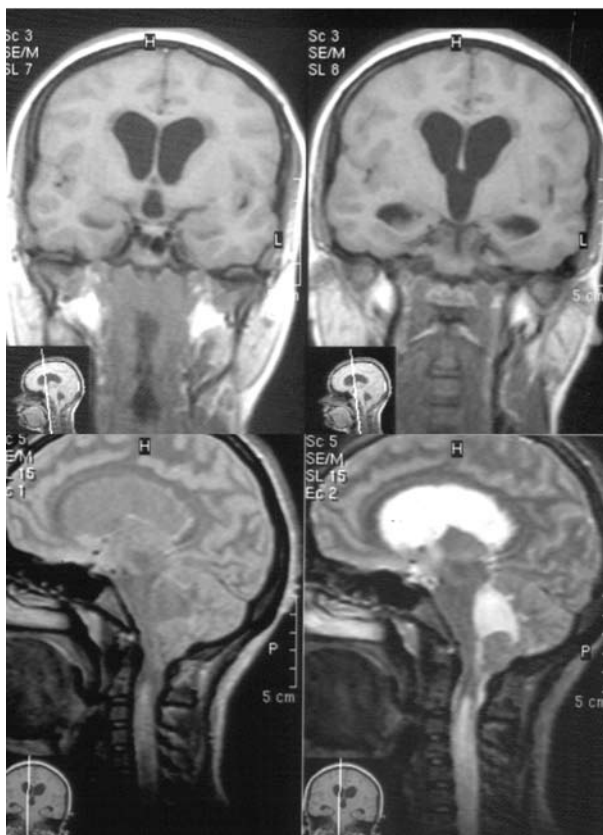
МРТ. То же наблюдение. Гидроцефалия боковых и III желудочков.
